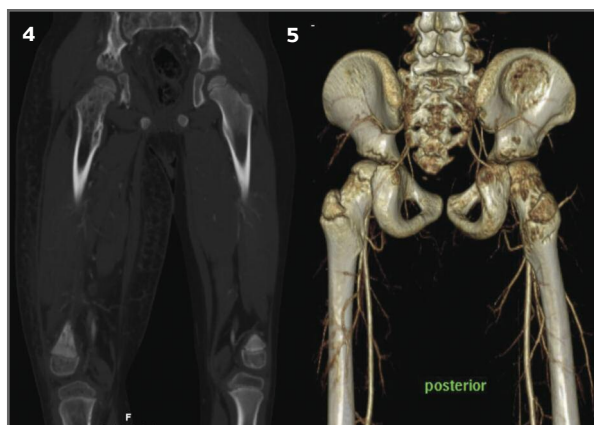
Imagens de Angio-TAC dos membros inferiores e bacia (face anterior e posterior, respectivamente) em que se visualizam as múltiplas lesões osteolíticas sobretudo na porção metadiafisária proximal do fêmur, acetábulo, asa do íliaco a direita (Junho de 2009)
